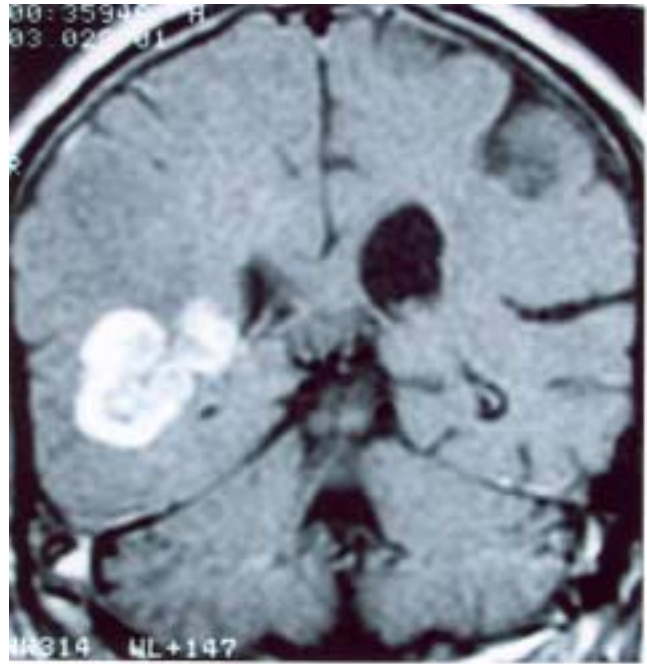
Corte coronal de RM contrastada que muestra lesión en la región periventricular derecha.
